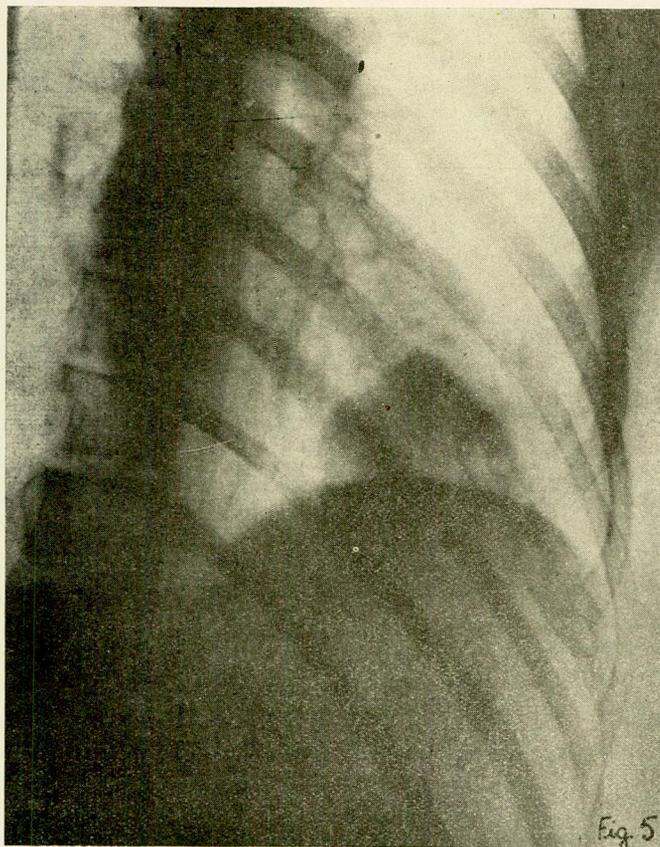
Radiografia antes de ser iniciada a segunda série de roentgenterapia. Observa-se a grande sombra tumoresa sobreposta à lesão costal.
